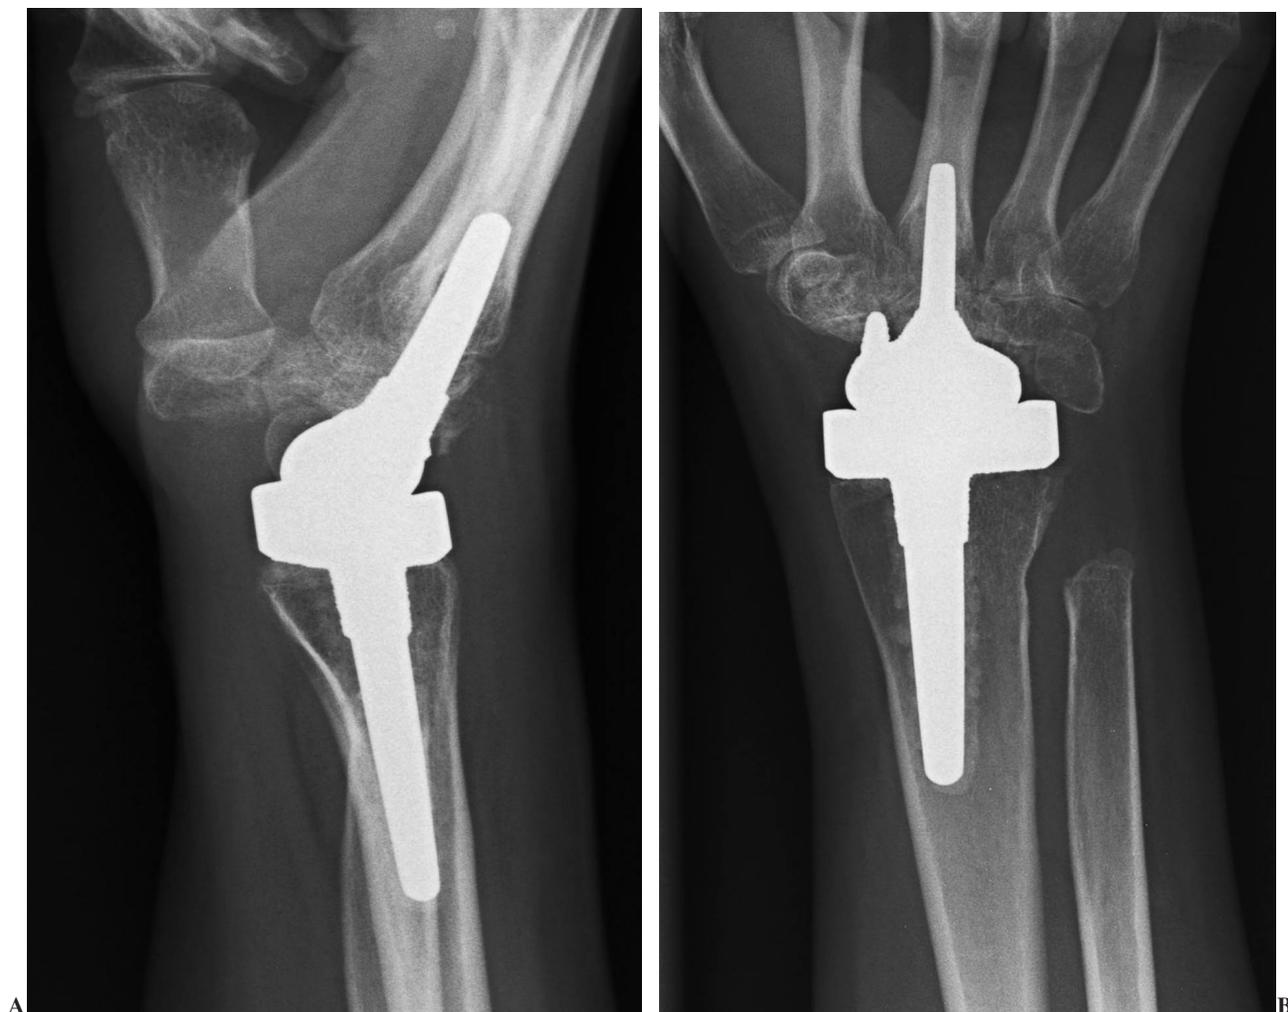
Radiografías simples en proyección anteroposterior y lateral de muñeca con prótesis total Biax a los 25 meses de evolución.
